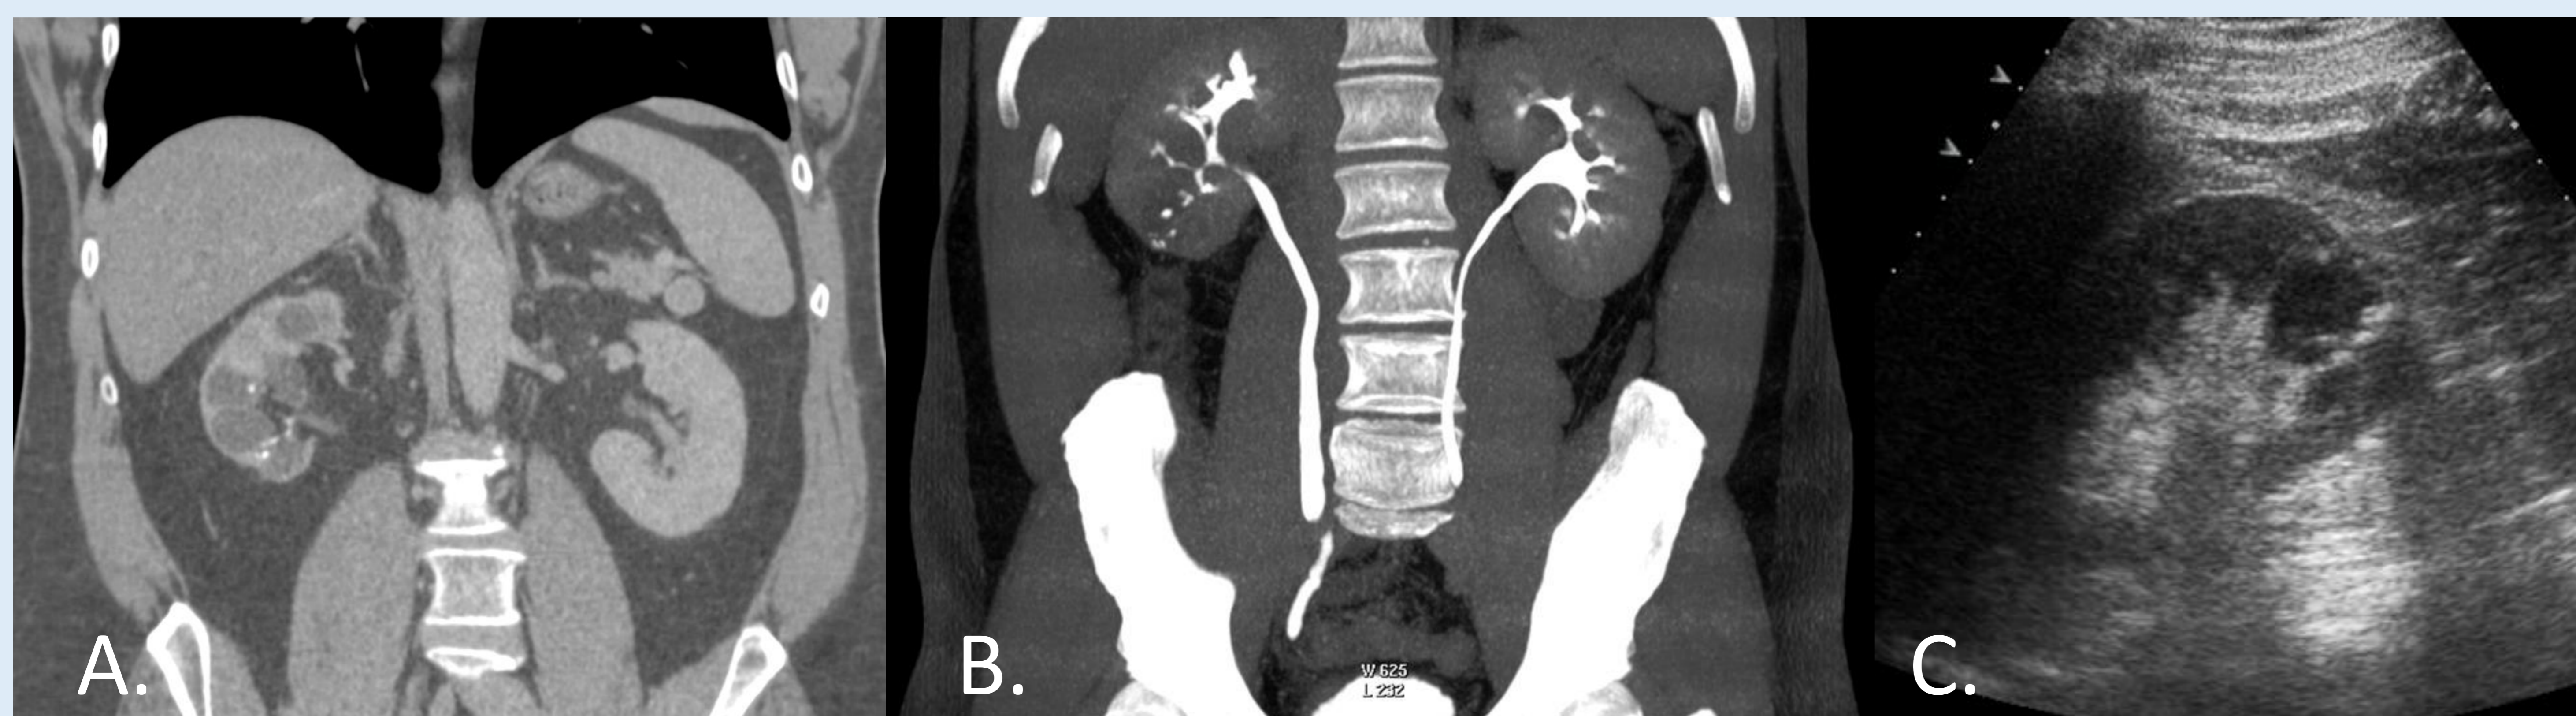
A y B. Reconstrucciones coronales en fase venosa y excretora de un paciente que presenta múltiples cavitaciones parenquimatosas, estenosis pieloinfundibular y calcificaciones renales en el polo inferior del riñón derecho. C. Ecografía del mismo paciente en el que podemos apreciar una de las áreas de cavitación, hipoecogénica con refuerzo posterior.
